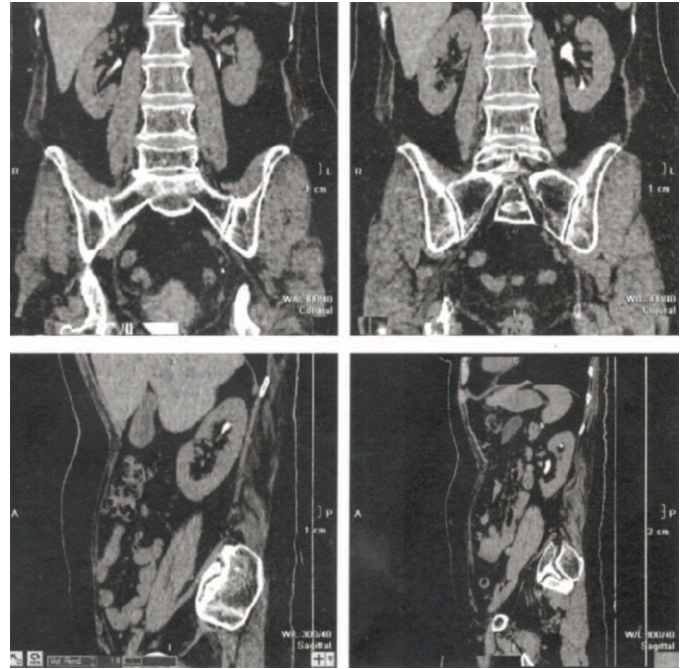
Больная Т. Рентгеновская компьютерная томография почек выполненной через 12 месяцев после уретероскопии, уретеротомии и стентирования левого мочеточника на 10 минут после внутривенного введения 20 мл ультрависта 300
